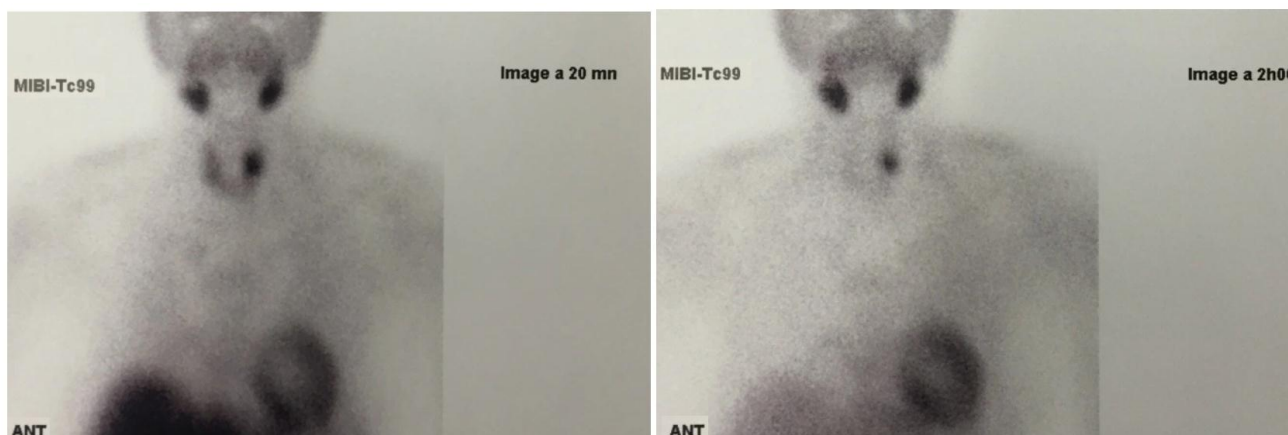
Cliché de scintigraphie parathyroïdienne au Tc99m à 20min (Cliché de gauche) et 2h (droite) objectivant une hyperfixation en polaire inférieure gauche
